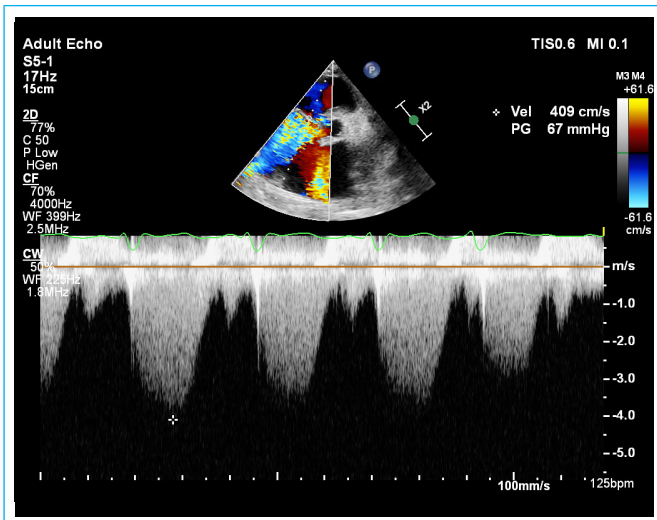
Doppler continuo de defecto tipo Gerbode con gradiente máximo de 67 mm Hg.
